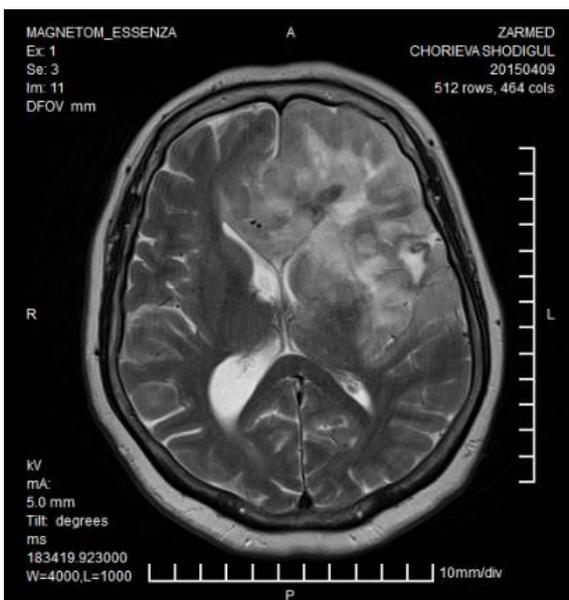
Больная Ч., показано А- на МРТ мультиформная глиобластома растущая из ольфакторной ямки в левую лобно-теменно-височную область и боковые желудочки головного мозга, с перифокальным отеком и выраженным масс-эффектом.
